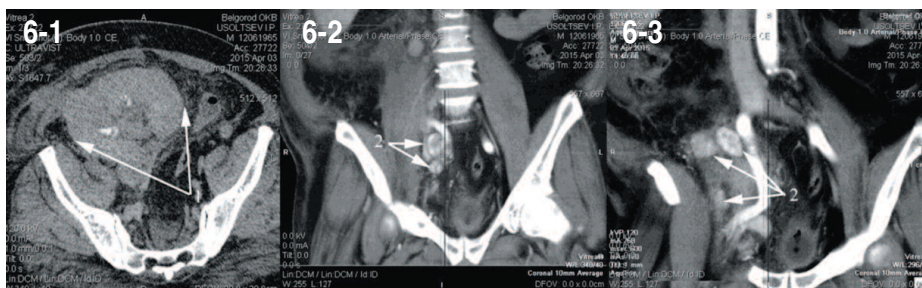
СКТ (пояснения в тексте)
